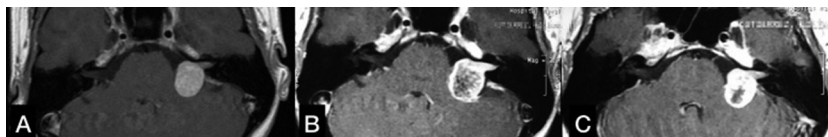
Ejemplo de pseudoprogresión. A: Corte axial de RMN de una paciente con un schwannoma vestibular izquierdo que rechazó el tratamiento quirúrgico, y fue sometida a radiocirugía multisesión en agosto de 2016. B: Seis meses después se observa crecimiento tumoral (pseudo-progresión) en el corte axial de la RMN de control con gadolinio. C: Un año luego del tratamiento, se evidencia reducción tumoral comparada con la RMN realizada a los 6 meses post radiocirugía multisesión
